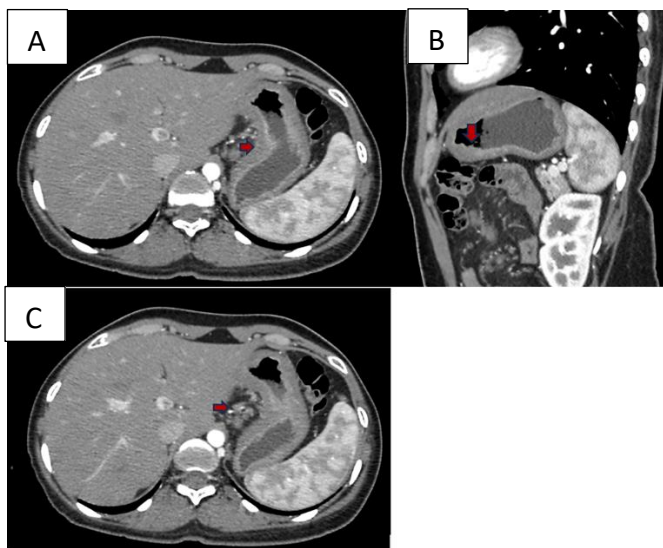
Sexo feminino, 37 anos, diagnóstico de adenocarcinoma gástrico do tipo difuso, pT1bN0. TC axial e coronal com contraste mostrando leve espessamento parietal gástrico e realce heterogêneo na pequena curvatura gástrica (A, B) associada a linfonodos locorreionais proeminentes (C).
